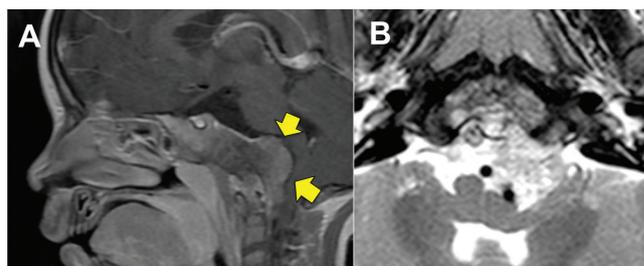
Resonancia con medio de contraste en paciente de 3 años con lesión de clivus medio e inferior compatible con Cordoma en cortes sagital (A) y axial (B). Nótese que la lesión se extiende posteriormente desplazando el tallo cerebral y esta en íntimo contacto con las arterias vertebrales.
